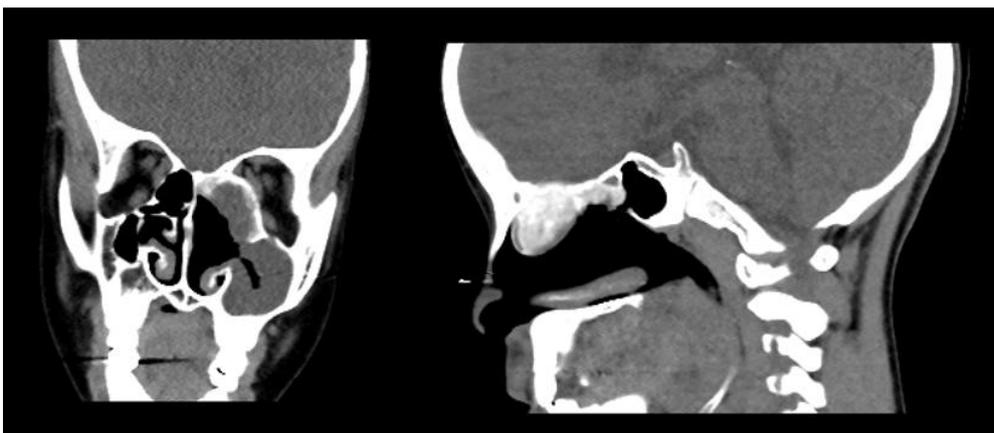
TC simple de órbitas posquirúrgica: Reconstrucción en plano coronal y sagital (ventana de partes blandas) donde se comprueba la resección parcial del fibroma osificante, la desobstrucción esfenoidal ipsilateral, y la presencia de cambios anatómicos e inflamatorios posquirúrgicos con antrostomía amplia.
